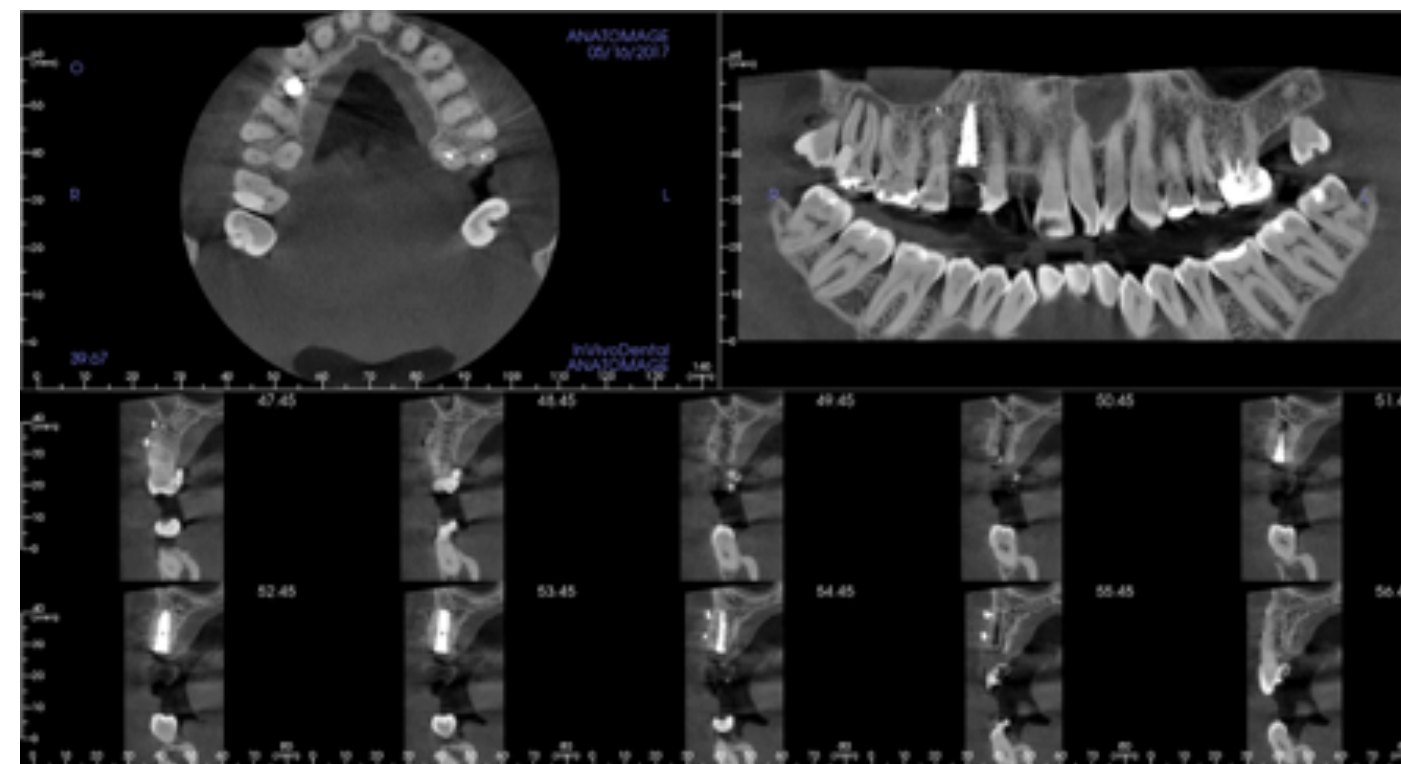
CBCT postoperatorio.
